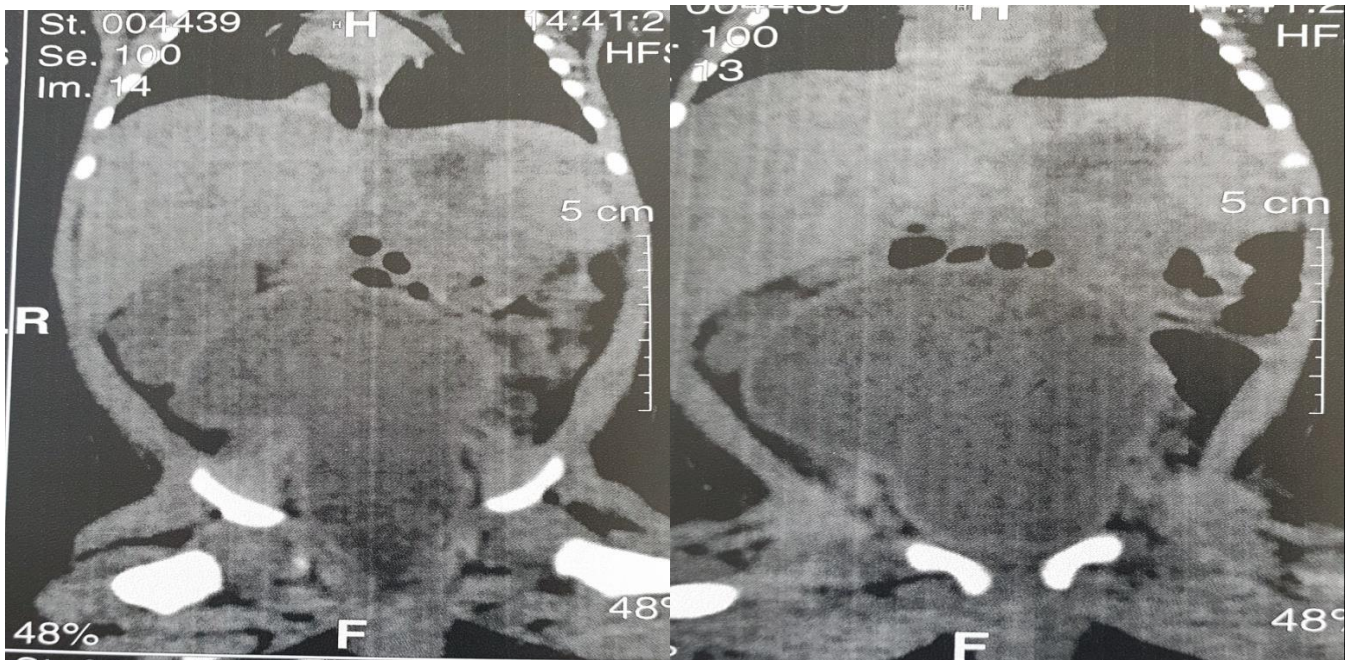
TDM abdomino-pelviene
